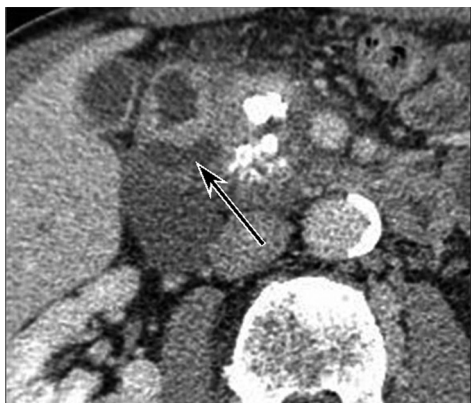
Компьютерная томография с контрастированием. Венозная фаза. Контрастирование ДПК водой после введения атропина. Стрелкой указана киста в стенке суженной вертикальной ветви
